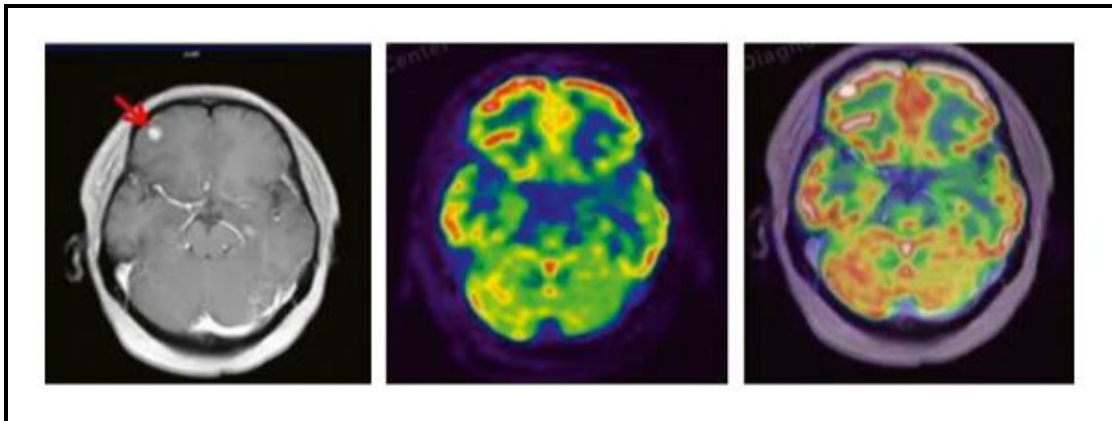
modèle de IA permettant la fusion TEP + IRM de patients atteints de gliome. De gauche à droite, il s'agissait des images de fusion et des images à 8 h et 24 h après l'injection du traceur. Les flèches indiquent les lésions.[75]
